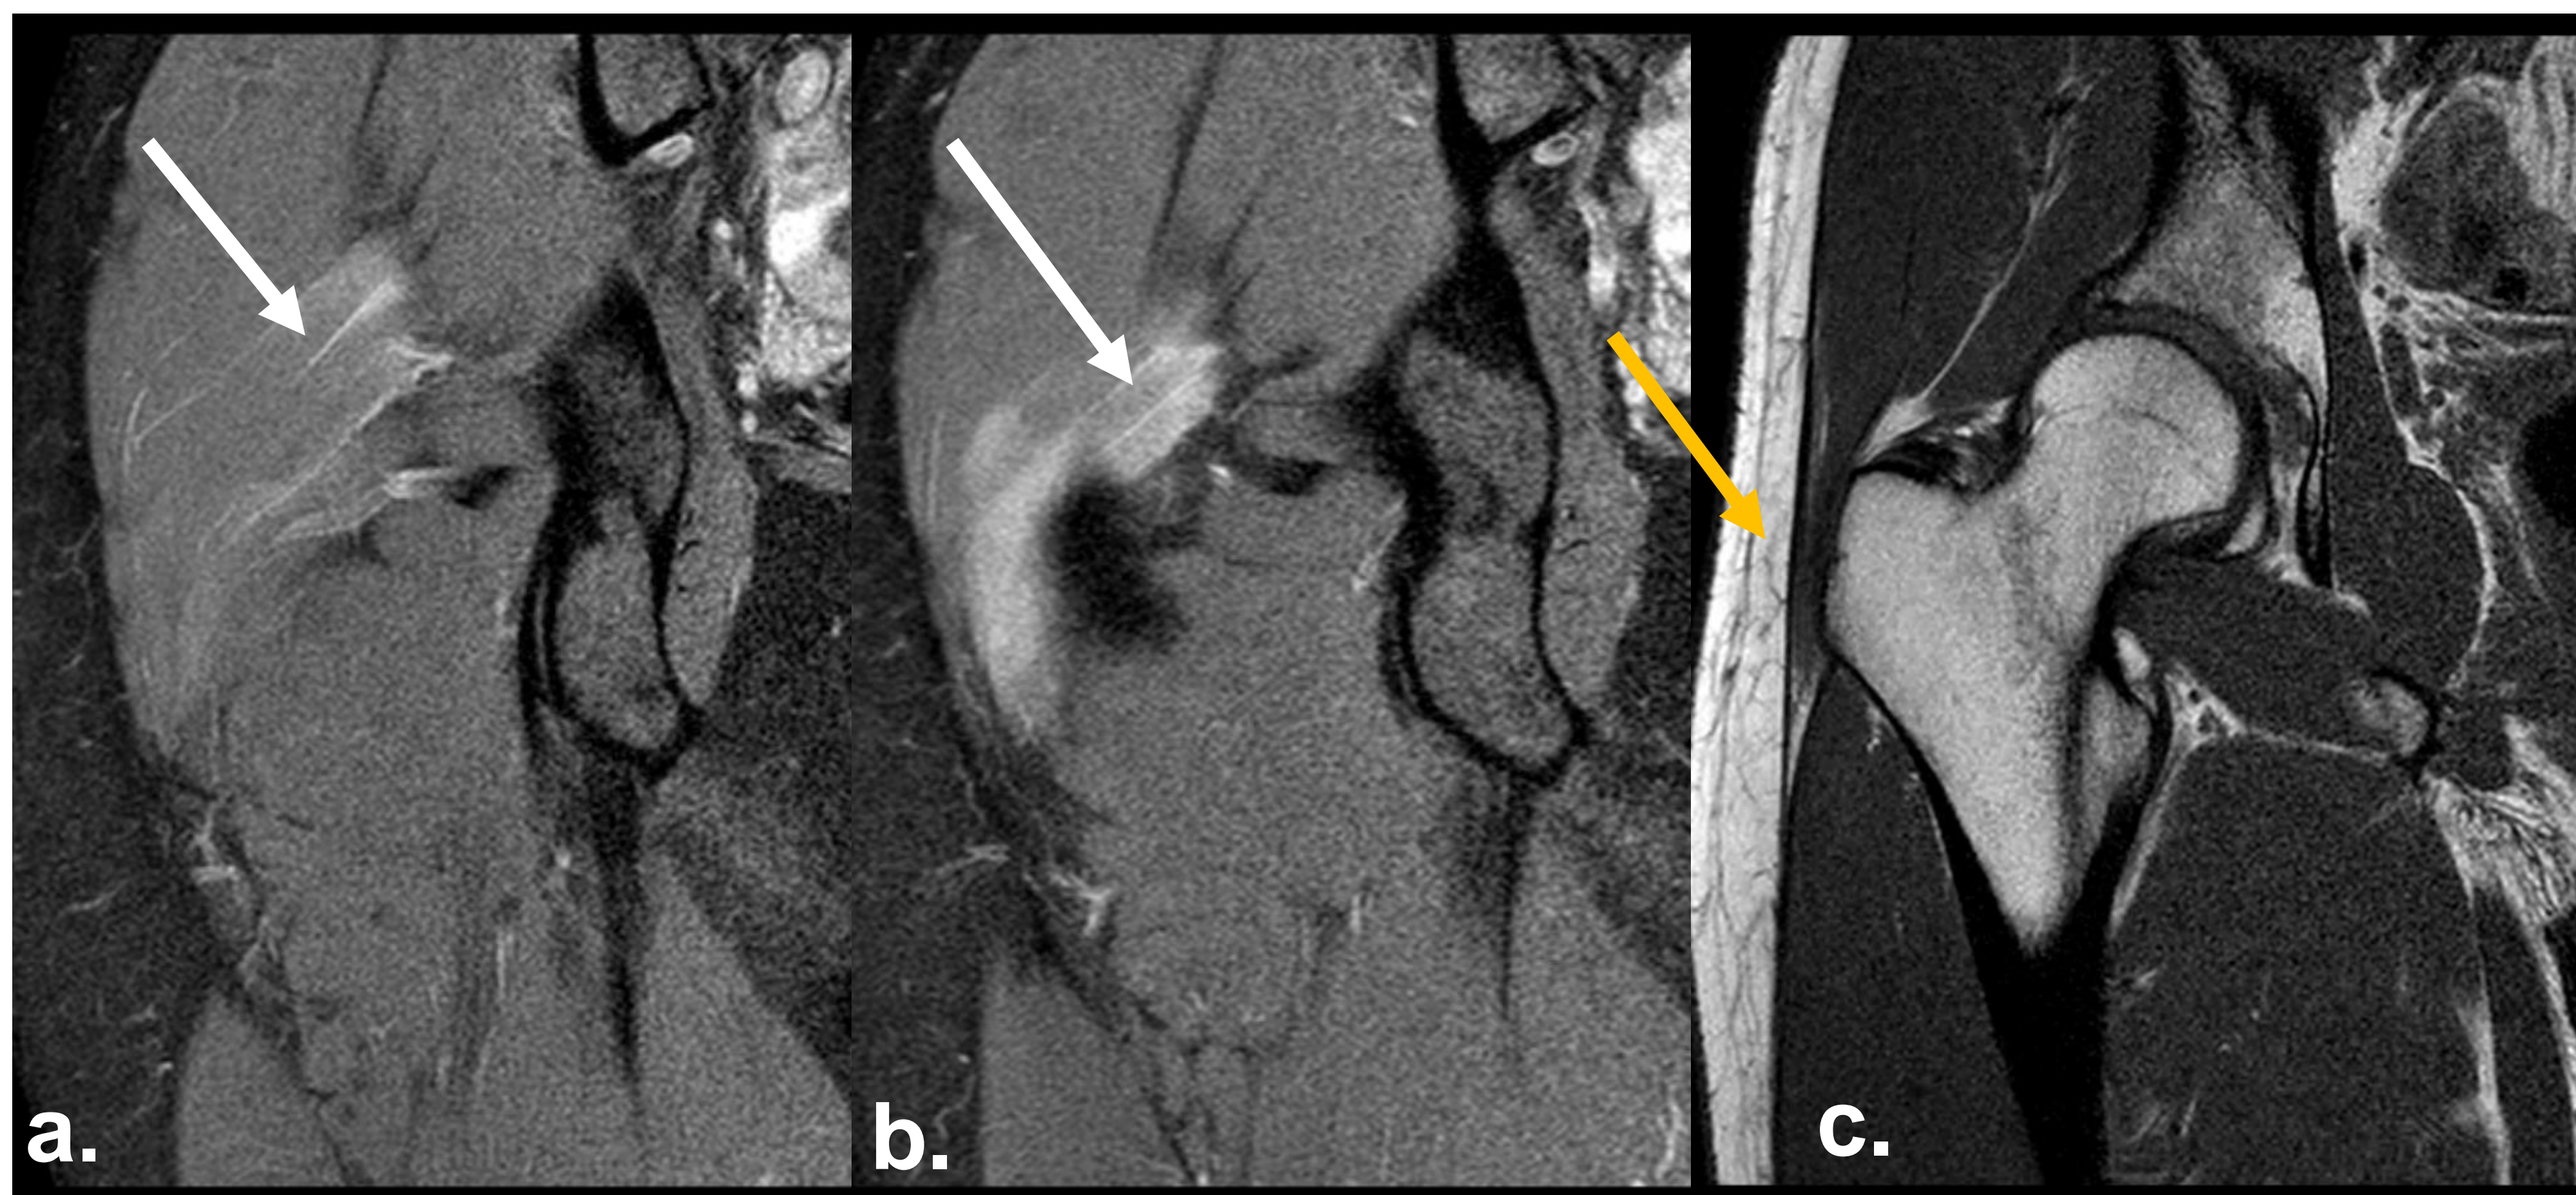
Lesión del glúteo mayor grado RM con secuencias potenciadas en densidad protónica con supresión grasa (a, b) y en T1 (b), que muestran edema miofascial (flecha blanca a,b) en la cara profunda del glúteo mayor. Hematoma interfascial asociado que se extiende hacia la bursa subglútea máxima (c), flecha roja).
